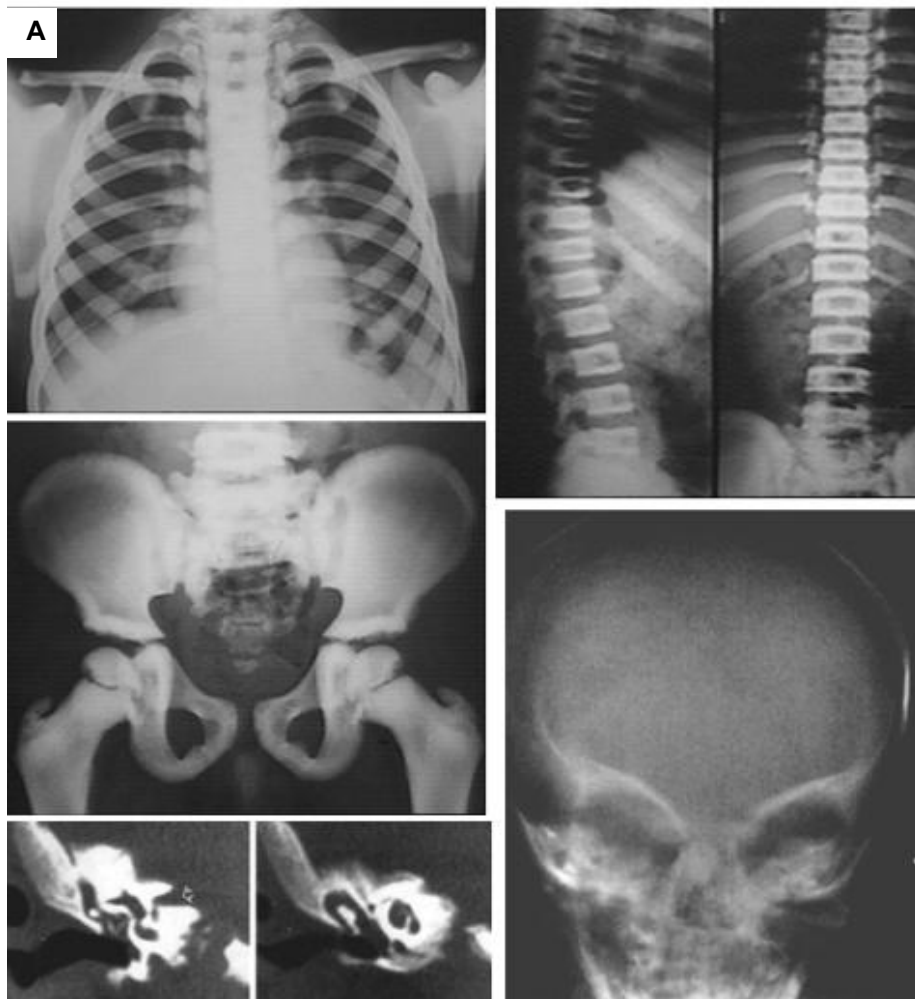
120. A. Paciente con osteopetrosis, radiografías de tórax, columna y pelvis. Hay esclerosis en las porciones periféricas de las costillas, vértebras y huesos de la pelvis producto de un fallo en la actividad osteoclastica intermitente produciendo capas de hueso anormalmente denso alternadas con hueso relativamente normal. El cráneo muestra los cambios en las orbitas de pacientes pediátricos con osteopetrosis, a los 3 meses de edad hay aumento de la distancia interorbitaria con hipertelorismo, a la derecha (12 meses de edad) muestra crecimiento del cráneo y de las alas mayores del esfenoides que otorgan un aspecto de "extraterrestre". Hay afección del hueso temporal demostrable por TC, el canal auditivo interno es corto y los osciculos densos.
